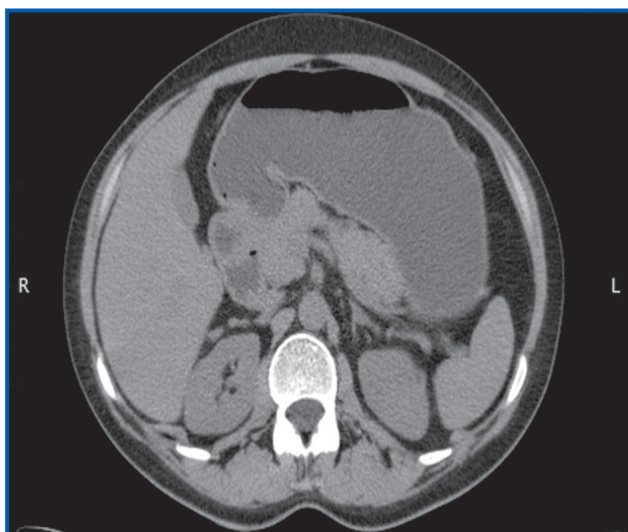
КТ наднирників (лівий)
